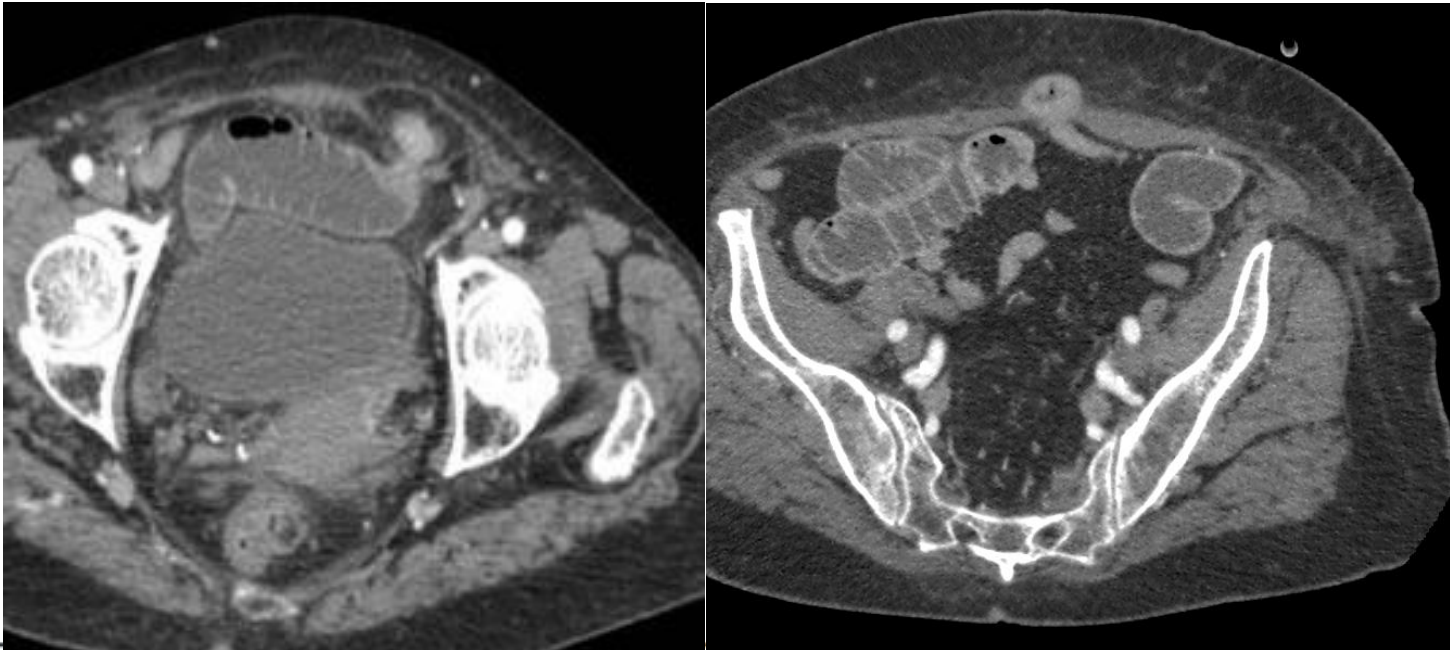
Cortes axiales de tomografía donde se identifica hernia inguinal con herniación de asas intestinales que produce obstrucción intestinal.
